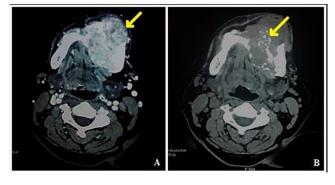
Tomodensitométrie (TDM): tumeur mandibulaire de densité mixte ostéolytique et ostéocondensante, cloisonnée et siège de multiples calcifications
